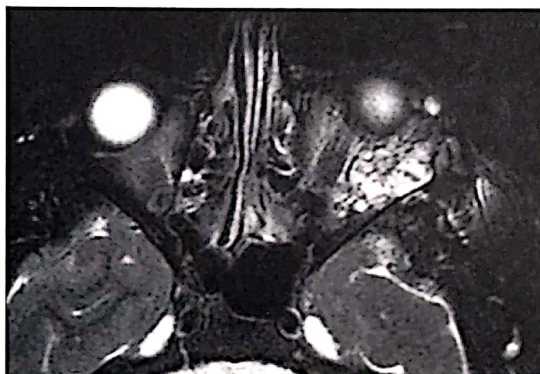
M.D., 21 ani. RMN axial T2. Adenom pleiomorf de glandă lacrimală stângă. Aspect hiperintens, mixt, hipervascularizat.
